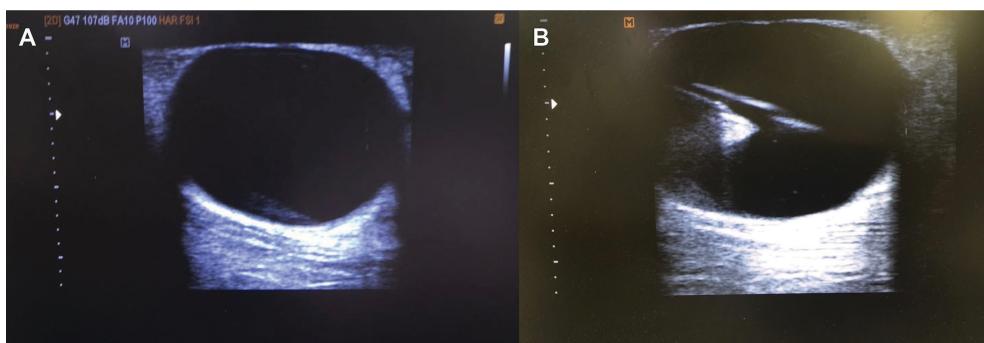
Imagens do Caso 2: linfocele pós-cirurgia de varizes. Ultrassonografia Doppler evidenciando conteúdo líquido sem fluxo ao Doppler, diagnosticando linfocele (A). Drenagem do conteúdo (de aspecto seroso e líquido), de aproximadamente 140 ml mediante a realização de punção ecoguiada, seguida de injeção de 10 ml de polidocanol a 1% e ar ambiente na proporção 1:4 (B).
